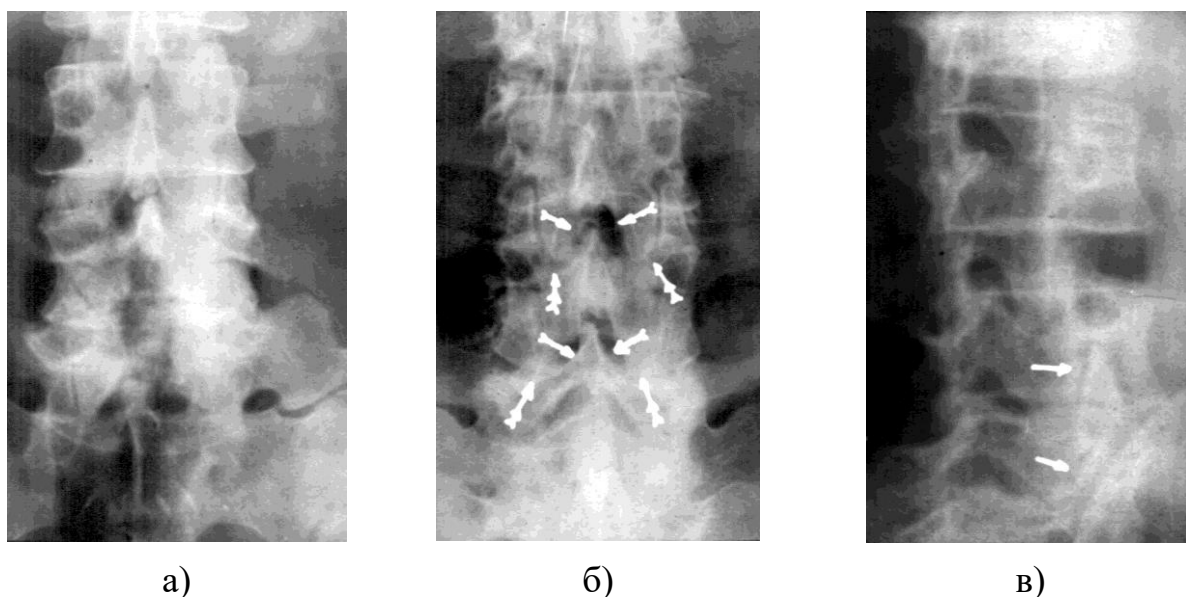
Фотовідбитки рентгенограм поперекового відділу хребта: а) попереочно-клубовий артроз (хвора К, 63р., іст. хвороби №67304); б) дуговідростковий артроз та апікоаркуальний артроз (хвора Б, 65р., іст. хвороби №65554); в) дуговідростковий артроз, стенозуючий канали спинномозкових нервів (показано стрілкою) (хворий Н, 63р., іст. хвороби №65310).
